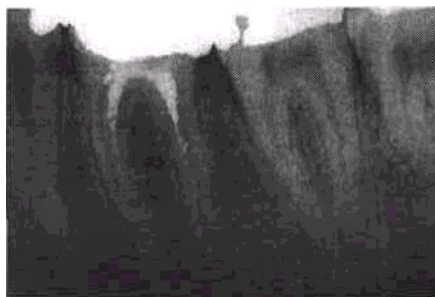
Диагностический рентгеновский снимок. Неполное пломбирование канала моляра нижней челюсти
